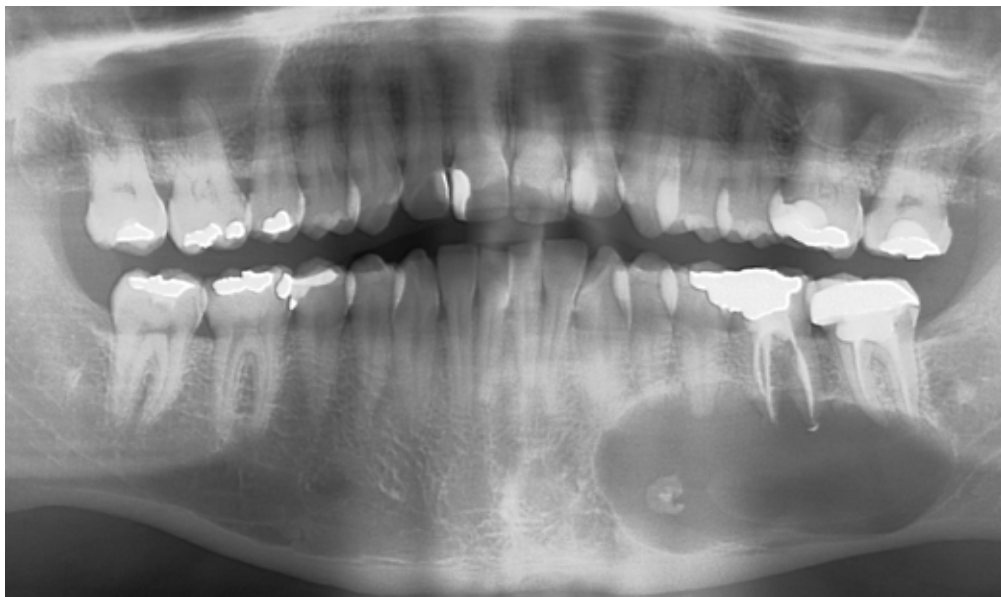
Radiographie panoramique initiale
